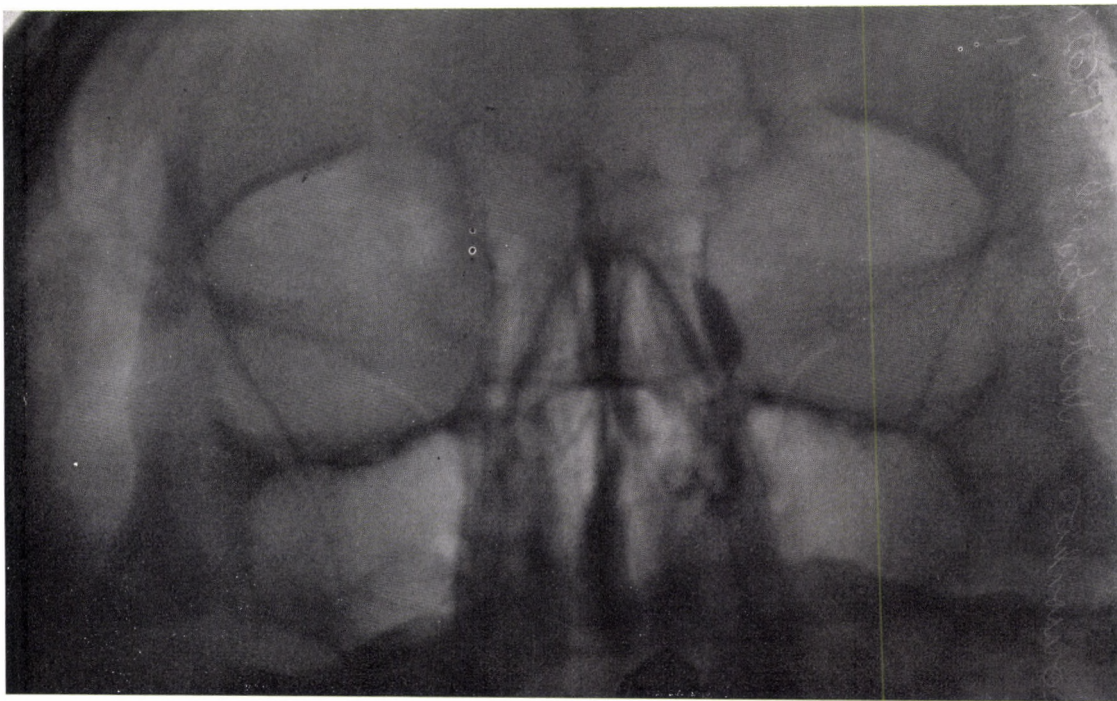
Ektasia sacci lacrimalis 1. d. Der eitergefüllte, erweiterte Tränensack verursacht einen Weichteilschatten. — Im Röntgenkontrastbild der beschwerdefreien, durchspritzbaren linken Seite sind die Initialzeichen der Entwicklung des Krankheitsprozesses zu beobachten: der hauptsächlich in der unteren Hälfte erweiterte Tränensack sowie Verengung des Canalis lacrimonasalis an der Orbitalöffnung
